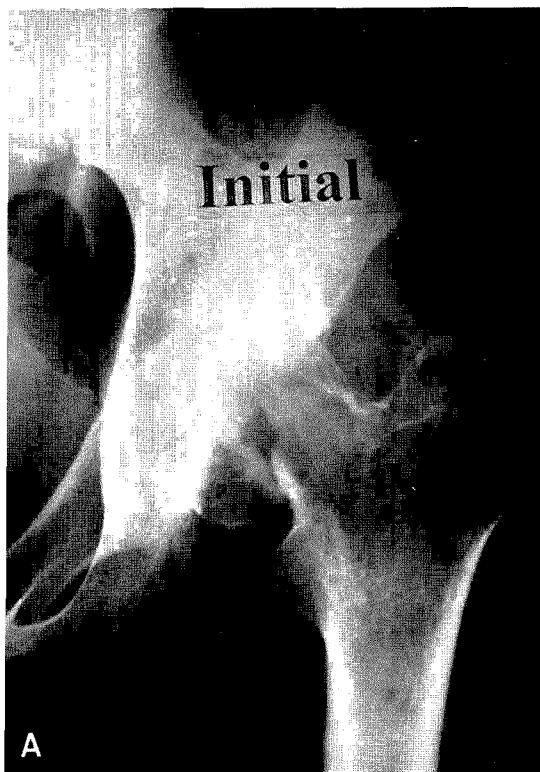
A. Radiograph after pathologic fracture showed bony destruction on femoral head and trochanteric area, with pathologic fracture
